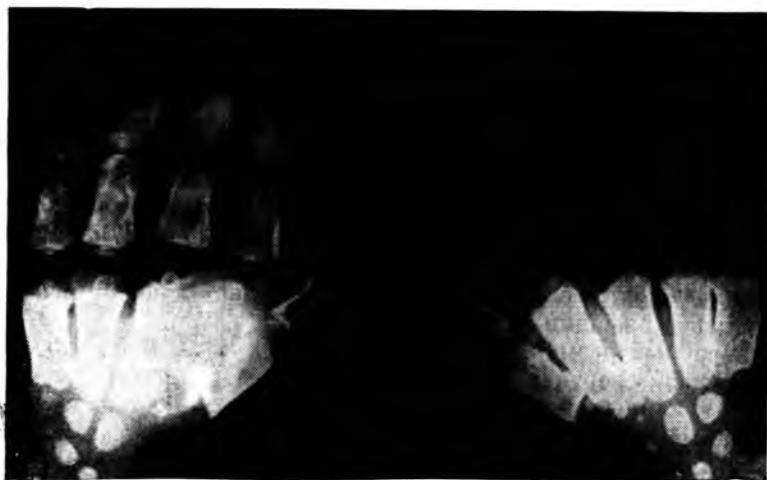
Рентгенограмма кистей при болезни Гурлер.
